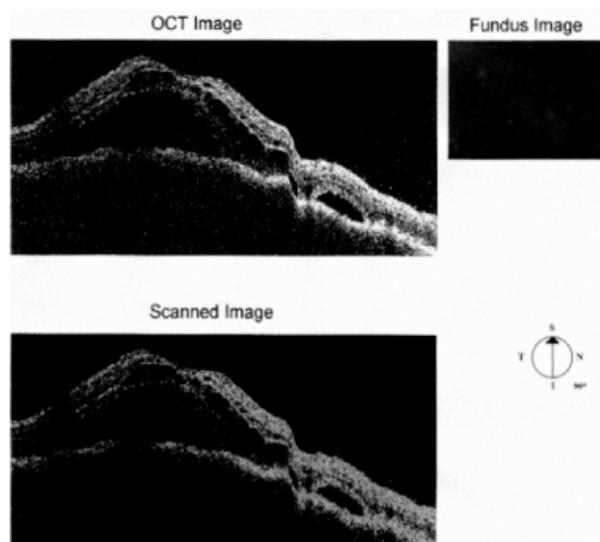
Tomografía de coherencia óptica.
